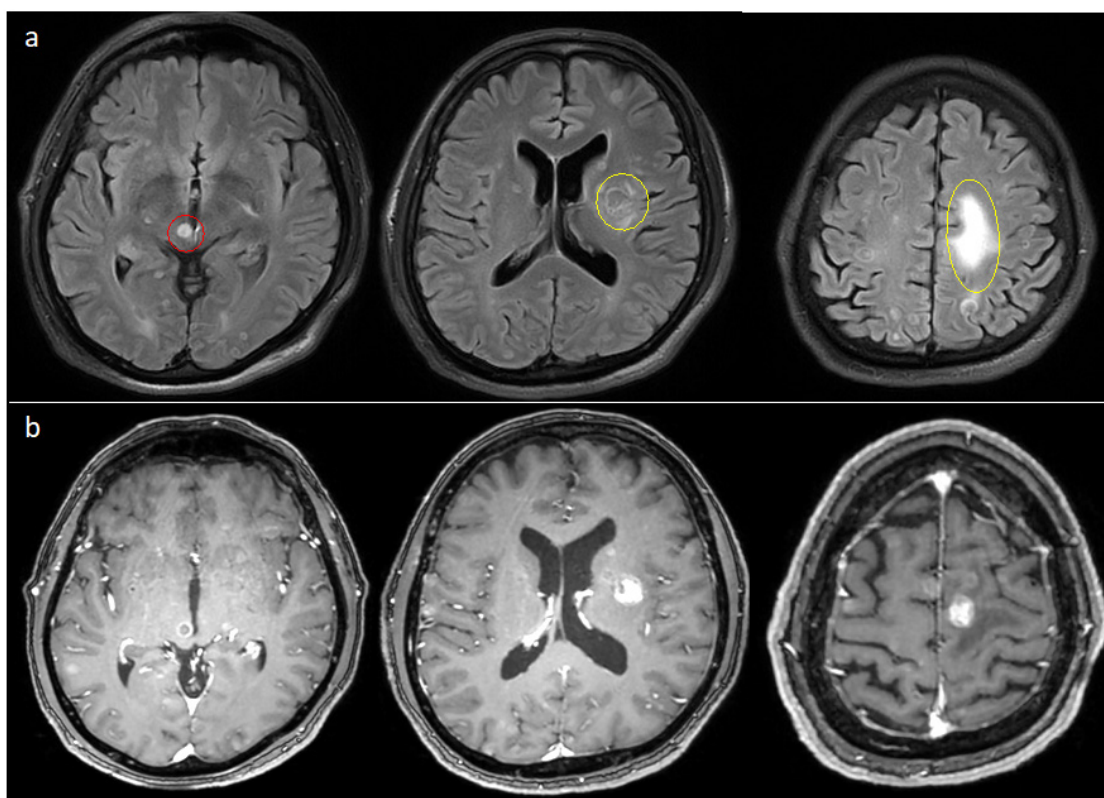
Neurocisticercosis (a) FLAIR axial, evidenciando cisticercos parenquimatosos en diferentes estadios, círculo rojo: fase coloide; círculo amarillo: fase granular, nótese en la imagen de la derecha el edema asociado a la lesión (b) Cortes axiales de T1 contrastado con realce tras administración del medio de contraste.
